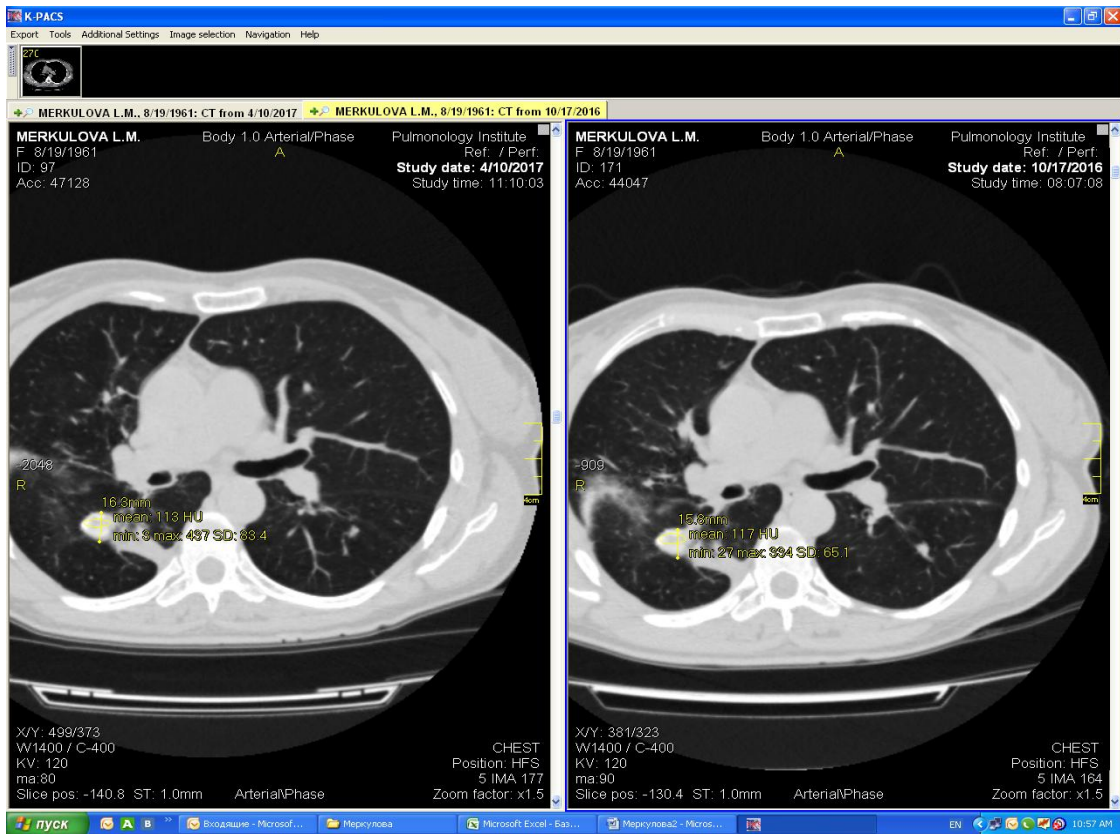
Аксіальні зрізи КТ хворої М. через рік після завершення інтенсивної фази лікування з денситометричними показниками та розмірами (зправа-вихідне обстеження, зліва-контрольне)
